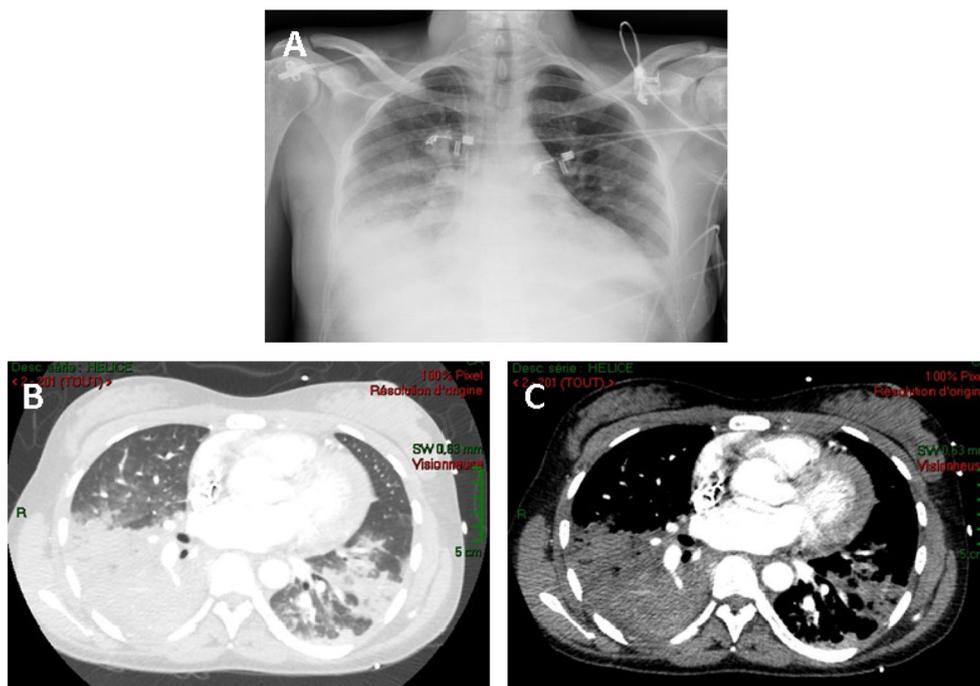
Radiographie et images tomodensitométriques évocatrices de syndrome thoracique aigu. A : opacités homogènes bi-basales prédominantes à droite sur la radiographie ; B : images alvéolaires des deux lobes inférieurs associées à du verre dépoli ; C : noter l'aspect de condensation du lobe inférieur droit avec « hépatisation » du poumon
